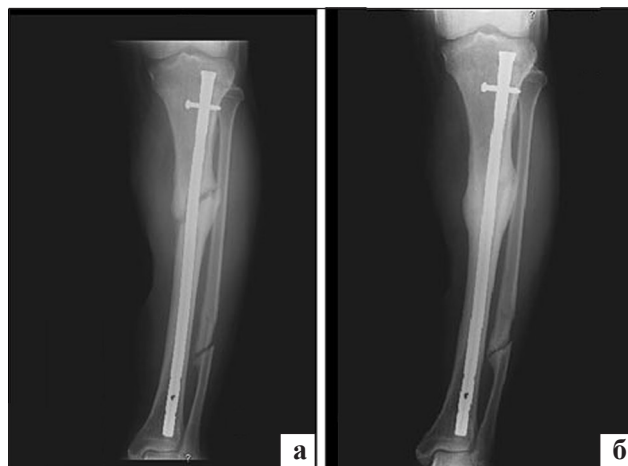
Фото рентгенограмм костей голени. Отсутствие сращения через 12 мес после перелома (а) и консолидация после лечения «Бивалосом» (б)
